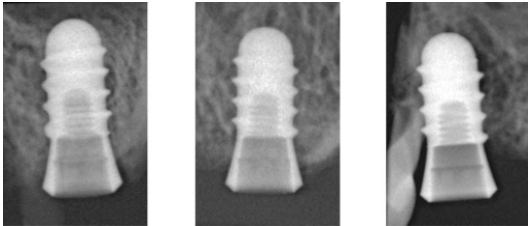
Konventionelle röntgenologische Darstellung.
